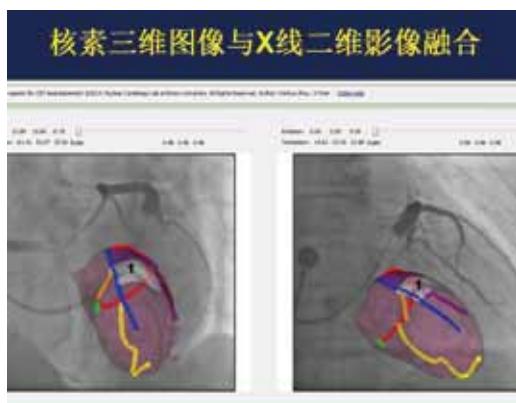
左室导线植入：将核素三维图像与X线二维影像融合，并根据核素建议左室导线应植入到左室前壁，则左心室大静脉应该为心大静脉的前壁分支，见上图靠近“1”号标记区前壁的蓝色静脉。
